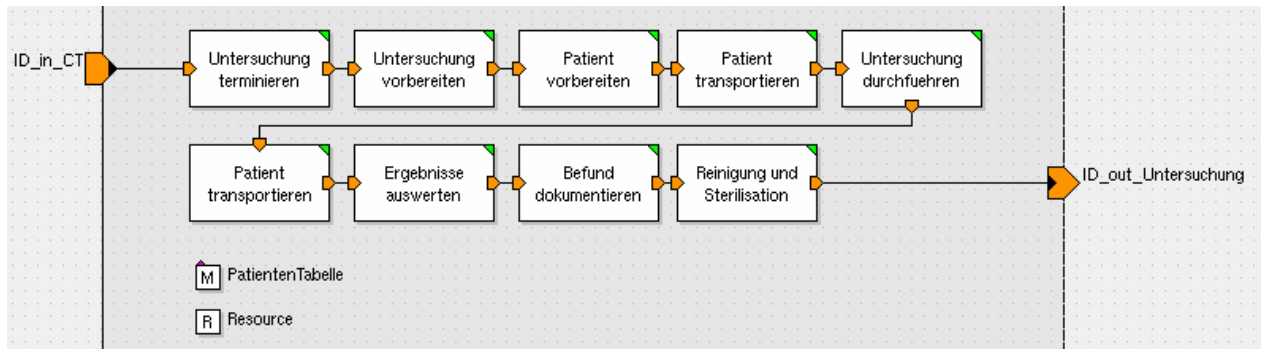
Modul „Computertomographie\_Hauptmodul“
